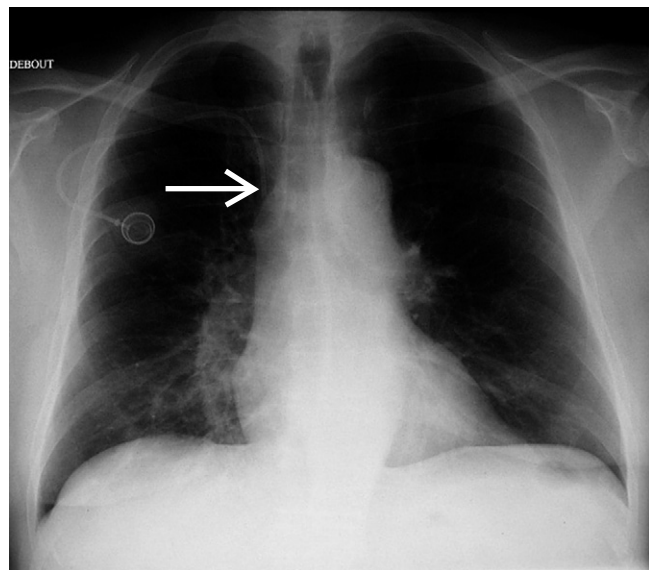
Radiographie thoracique chez un patient ayant un syndrome cave supérieur.
